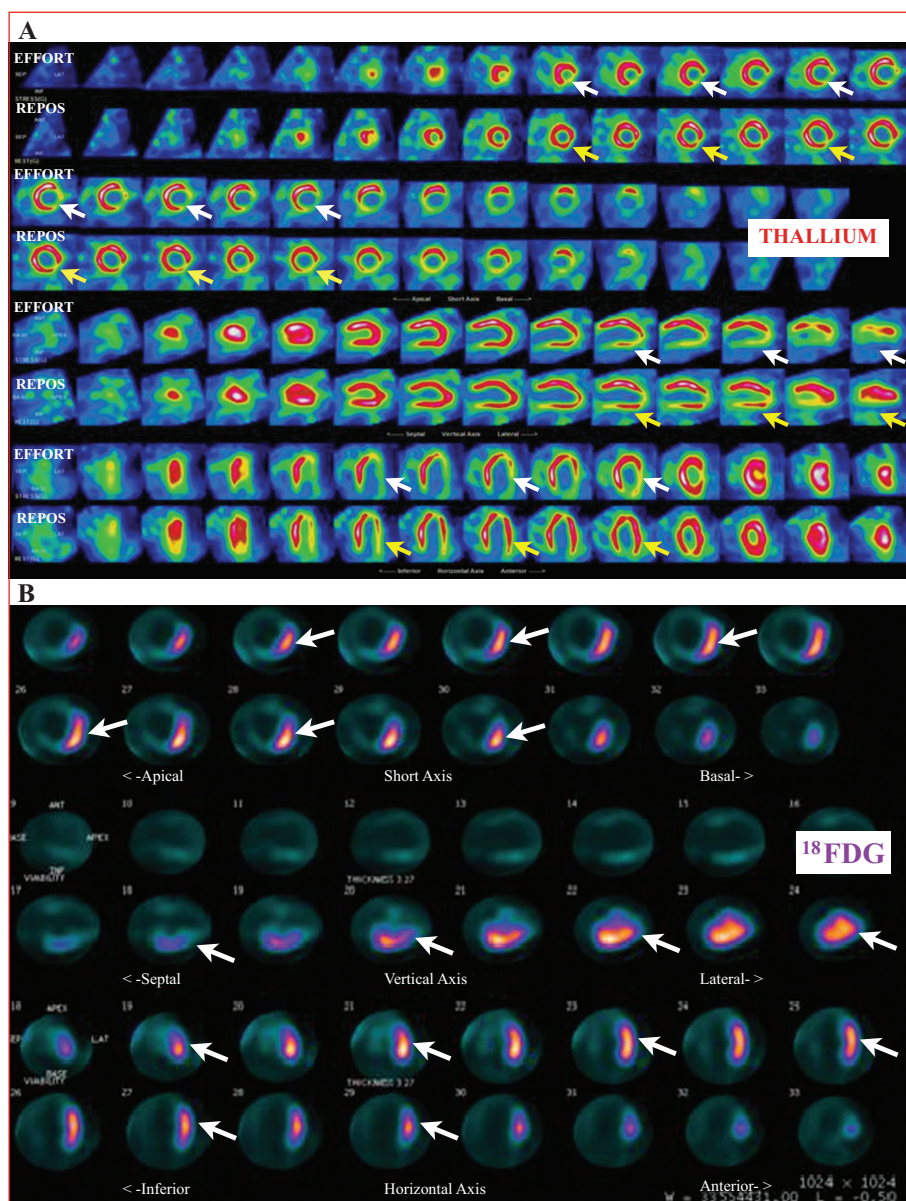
Imagerie du métabolisme glucidique : scintigraphie myocardique au ^{18}F -FDG. Patient de 56 ans à haut risque cardiovasculaire, adressé pour l'exploration d'un tableau d'angor d'effort. (A) La scintigraphie de perfusion au thallium montre, à l'effort, une hypofixation inféro-latérale étendue débordant à la paroi inférieure (flèches blanches), partiellement réversibles au repos (flèches jaunes), témoignant d'une ischémie inféro-latérale débordant en inférieure (3 segments/17). (B) La tomographie par émission de positons (TEP) au ^{18}F -FDG réalisée 24 heures après la fin de l'effort montre un hypermétabolisme glucidique marqué (flèches blanches) en regard du territoire inféro-latéral, témoignant de la persistance, à distance de la fin de l'épreuve d'effort, d'un métabolisme aérobie dans la paroi inféro-latérale ischémique.
